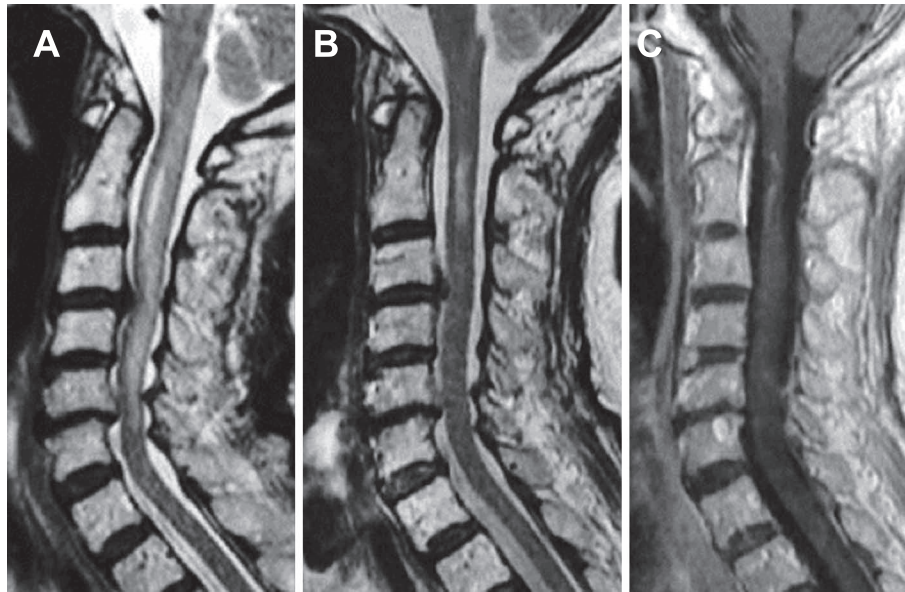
Spinal MRI findings.
